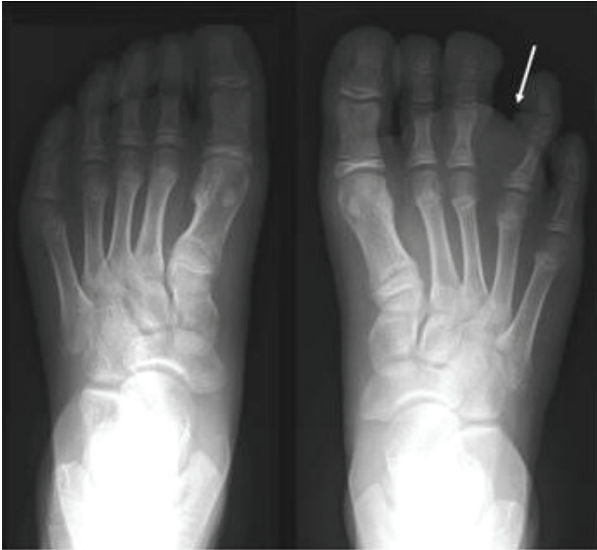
Anteroposterior radiograph of the feet shows increasing soft tissue densities and mild osseous overgrowth without involvement of the metatarsal bones.
